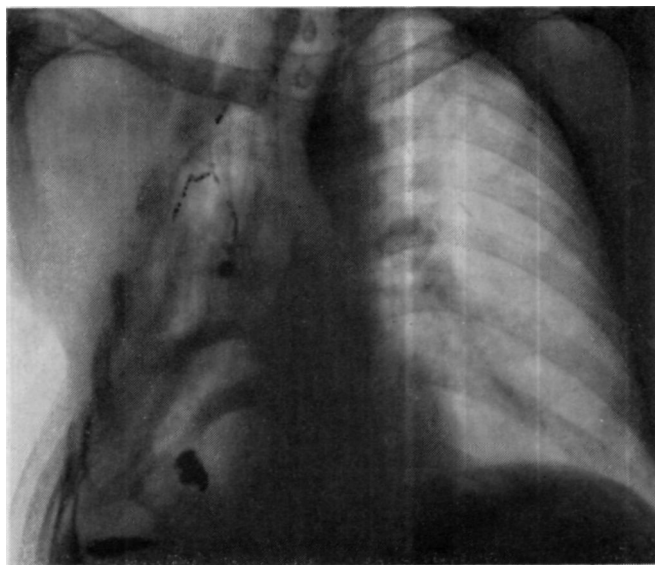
Обзорная рентгенограмма больного А. при поступлении. В остаточную полость справа введен контраст.
